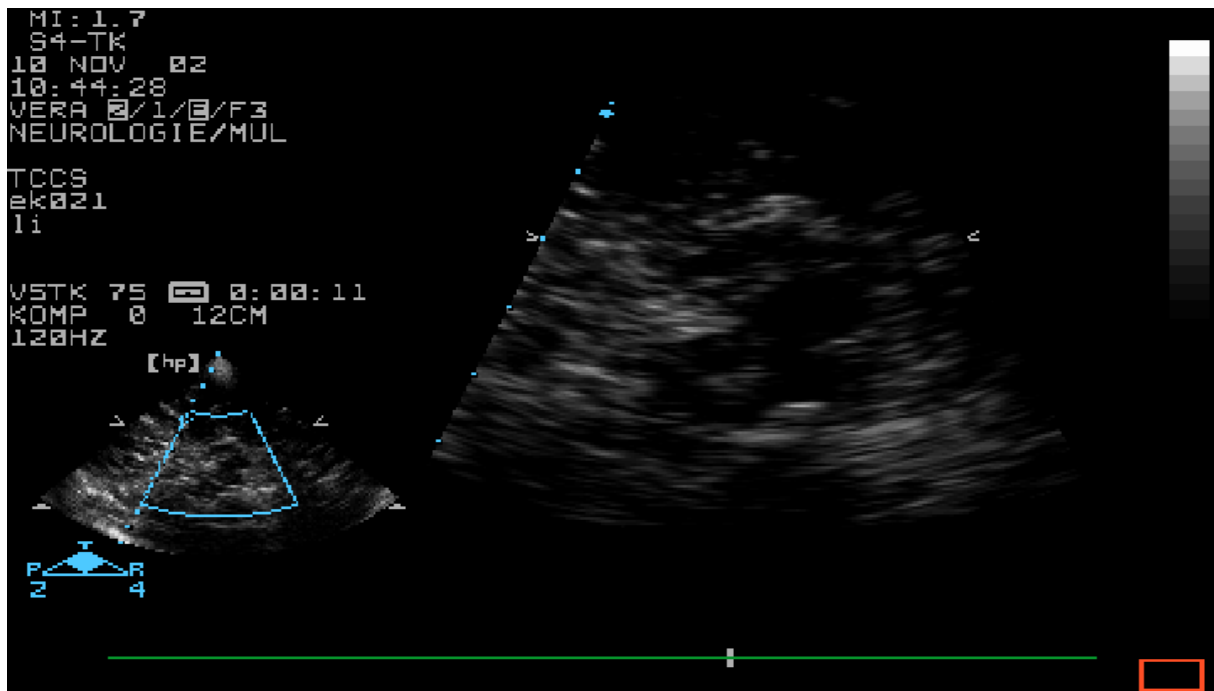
Axial zweifach vergrößerte sonografische Darstellung des Hirnstamms mit sichtbarer Hyperechogenität der SN bei einem zweiten Patienten
